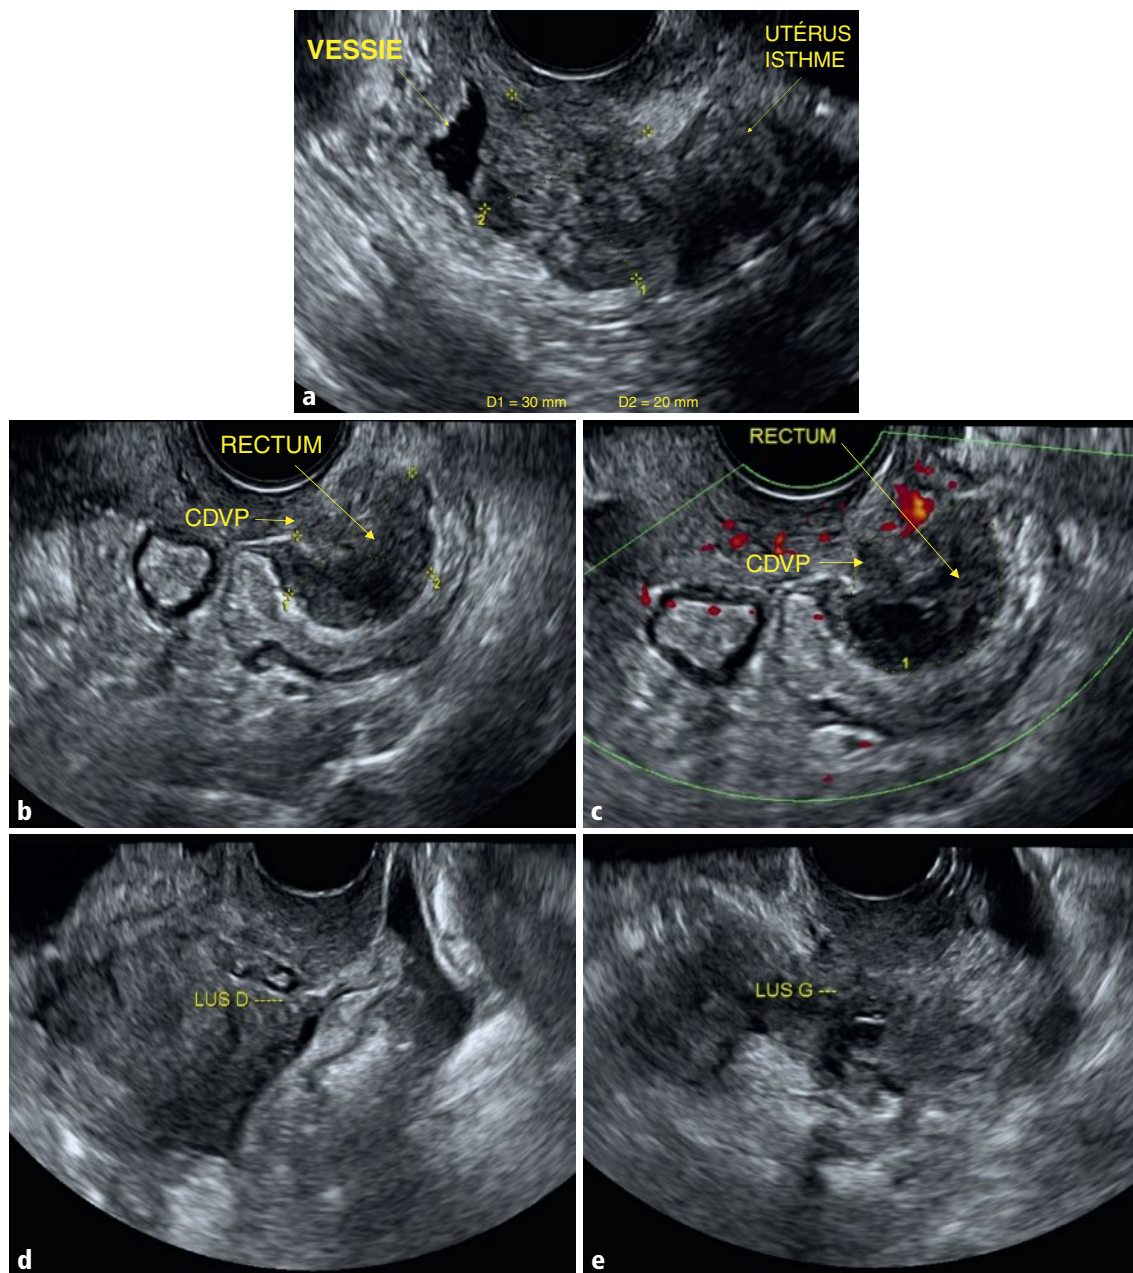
a–e Nodule hypoéchogène, de 30 × 20 mm, du CDVU (a) associé à un épaissement hypoéchogène de la musculature du rectum inférieur au contact d'un nodule du CDVP (b), avasculaire en Doppler énergie (c), et à un épaissement des LUS (d et e).
